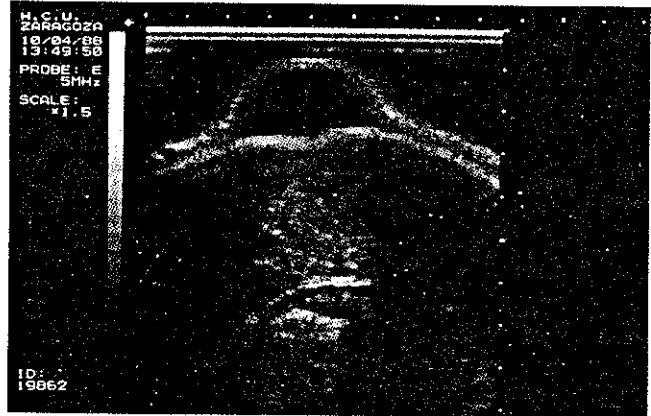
Estudio ultrasonográfico: tumoración regularmente delimitada de contenido líquido. No alteración aparente del hueso subyacente.
